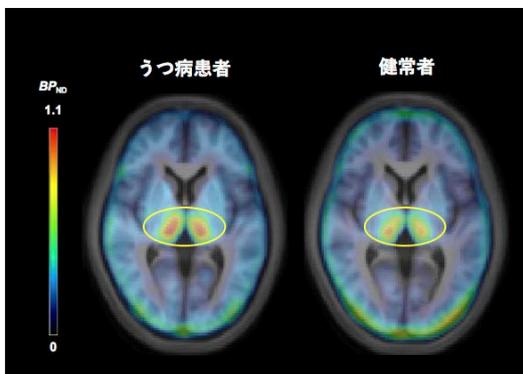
うつ病患者と健常者の脳内 NAT の PET 画像
